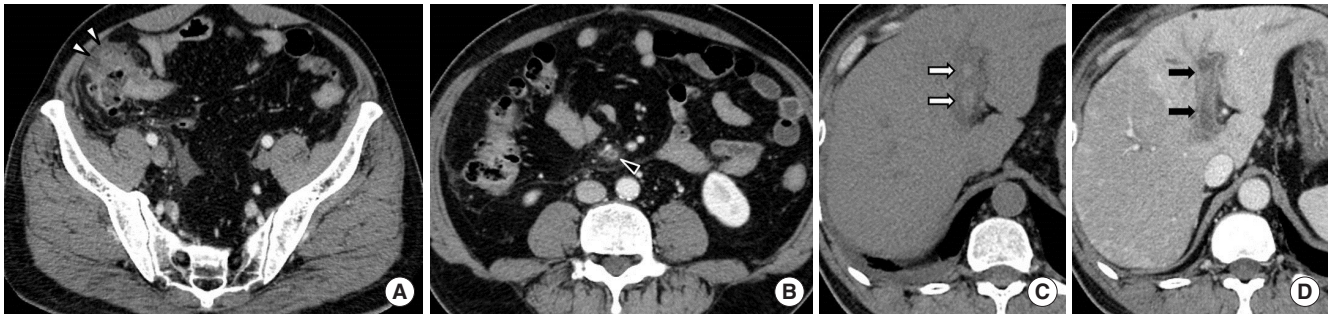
Acute portomesenteric venous thrombosis in a 64-year-old man. (A) Contrast-enhanced CT image shows diverticulitis of the ascending colon (arrowheads). (B) CT image shows thrombus and surrounding fat in the right colic vein (black arrowhead). (C) Thrombus in the left portal vein appears hyperattenuating on unenhanced CT image (arrows) because of acute thrombosis. (D) Arterial phase image shows a filling defect in the left portal vein with rim enhancement of the vessel wall (black arrows) and a transient hepatic attenuation difference in the left hepatic lobe. CT, computed tomography.
